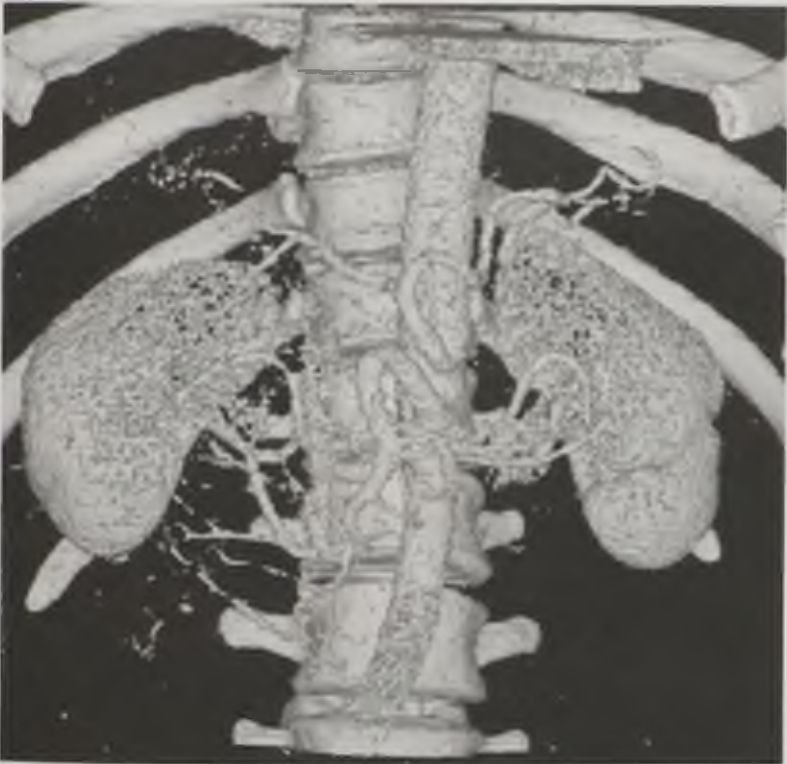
Различные варианты двухмерных и трехмерных построений одного и того же объекта, использующихся в компьютерной томографии: *a* — мультипланарная реконструкция (MPR); *б* — изображение в проекции максимальных интенсивностей (MIP); *в* — изображение оттененных поверхностей (SSD); *г* — изображение объемного рендеринга (VRT)
